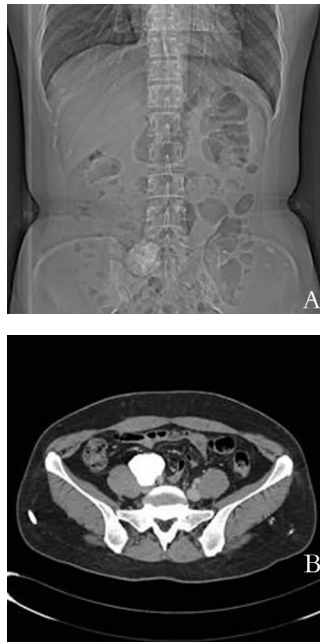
患者术前影像资料 A: 腹部平片; B: CT 平扫
